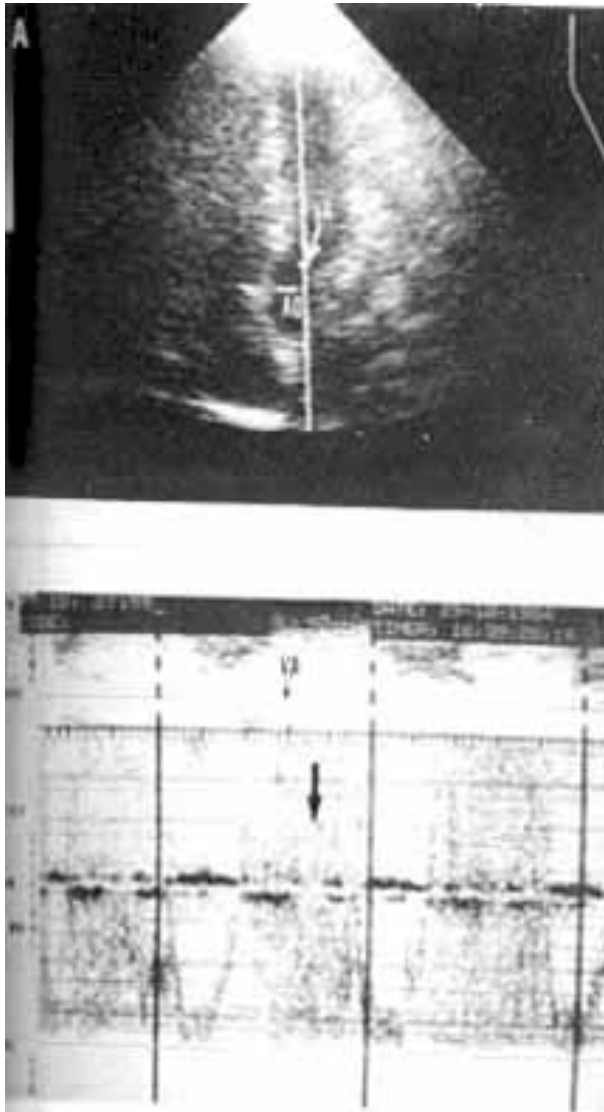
Insuficiência aórtica. A: Ecocardiograma bidimensional obtido desde o ápex, mostrando um corte de duas câmaras, com o volume-amostra do eco Doppler (VA) localizado na via de saída do ventrículo esquerdo, imediatamente abaixo do plano valvar aórtico (AO). B: Doppler espectral correspondente à figura anterior, mostrando intensa turbulência diastólica (seta) provocada pelo fluxo de regurgitação aórtica.
